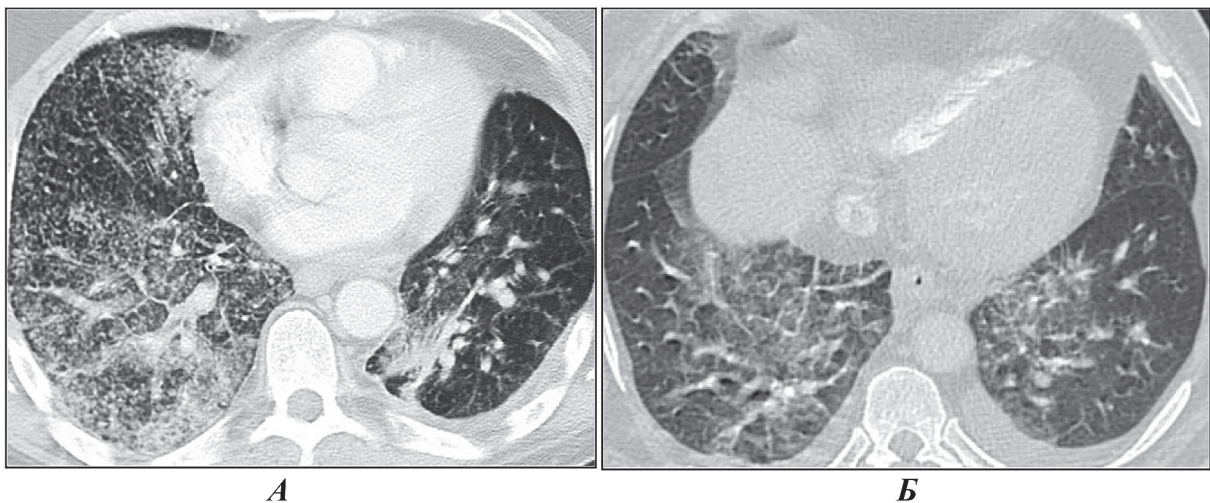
КТ органов грудной клетки. Аксиальная проекция, режим легочного окна.
